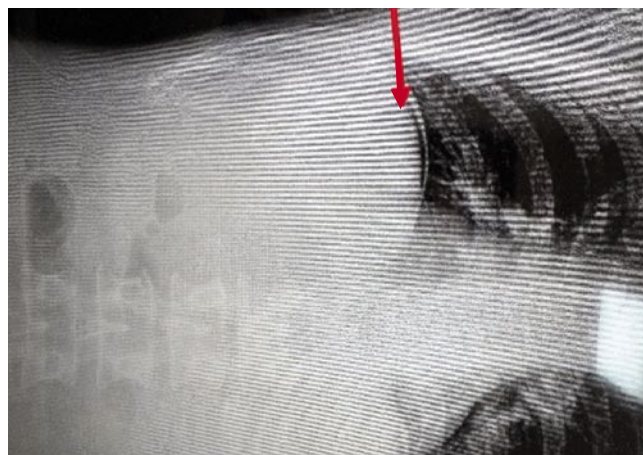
Рентгенограмма брюшной полости. Свободный газ под правым куполом диафрагмы (стрелка).
